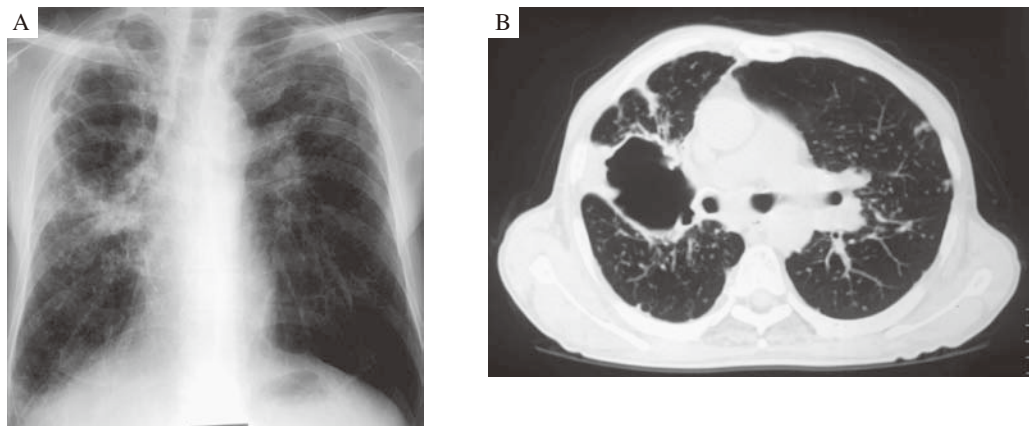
Chest X-ray (A) and CT (B) on admission showed large cavity in the right upper field and multiple nodules in the bilateral lung field.
